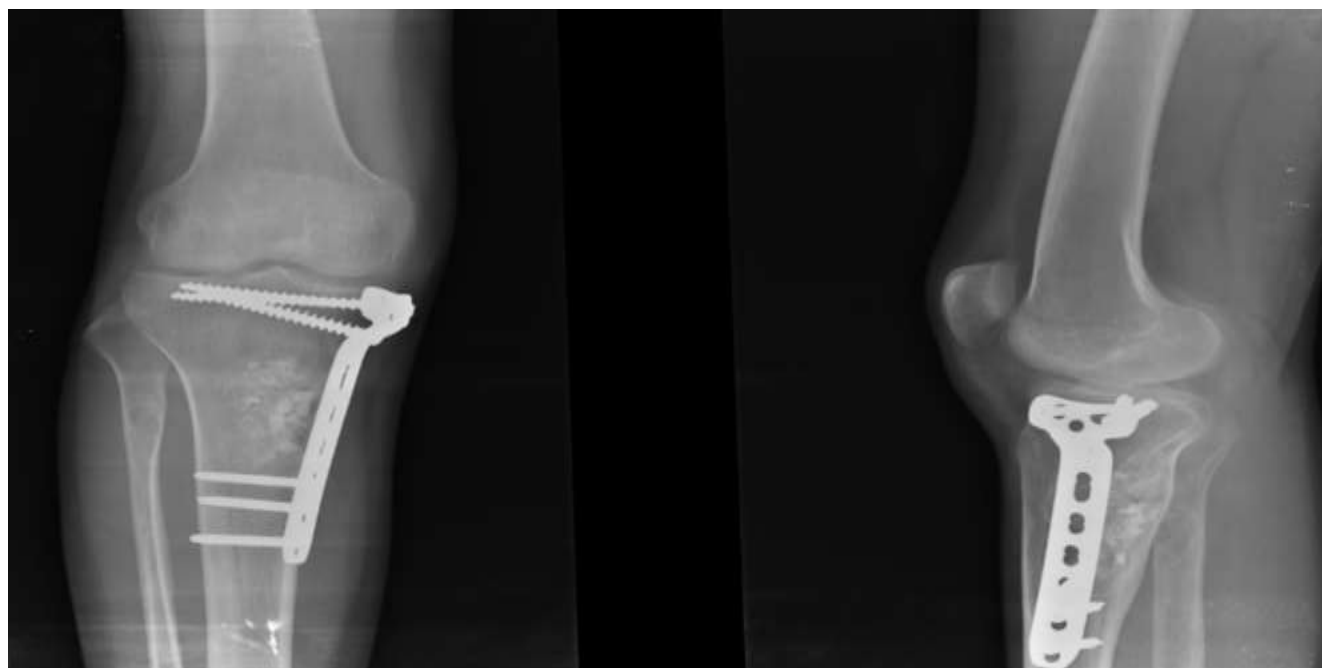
Le patient a bénéficié d'un curetage + greffe cortico-spongieuse + substitut osseux + ostéosynthèse par plaque en T (Radiographie réalisée 4 mois après le geste)
